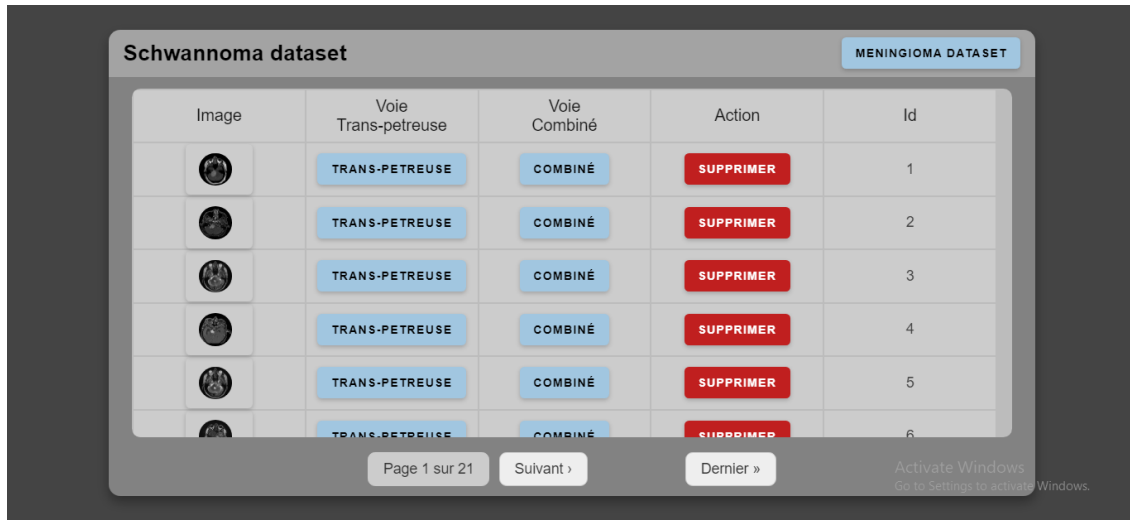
Interface de classification des images IRM en voie d’abord sur notre application
